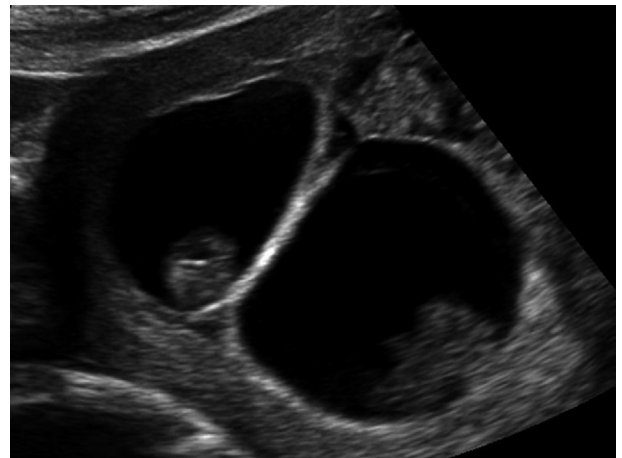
Grossesse gémellaire. Échographie à 10 SA avec signe du lambda indiquant un placenta dichorial diamniotique et éliminant le risque de syndrome du transfuseur/transfusé. La cloison, épaisse, se raccorde à la paroi utérine en formant l'image de « lambda » avec une zone triangulaire contenant un tissu trophoblastique plus ou moins dense et donc plus ou moins liquidienne. (Cliché : B. Guérin, *Échographie en pratique obstétricale*, Elsevier Masson 2009)
